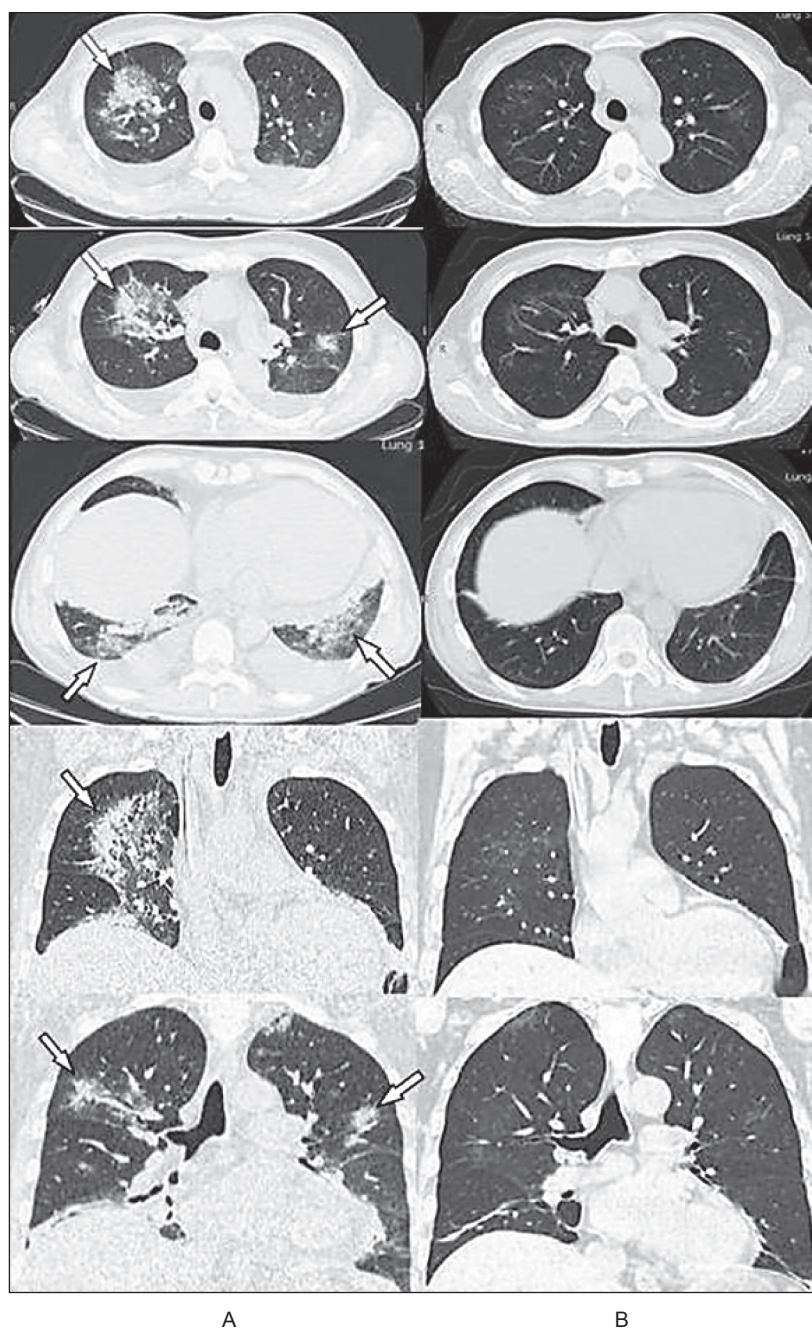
КТ органов грудной полости больного П. до начала лечения (А) и динамические изменения после проведенного лечения (В). Стрелками обозначены изменения легочной ткани, соответствующие проявлениям пневмонии COVID-19
